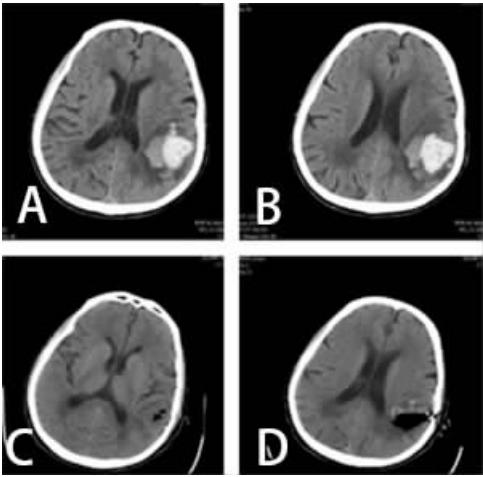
1 例左侧皮层高血壓腦出血患者神經導航輔助內鏡手術治療前後頭部 CT 圖
